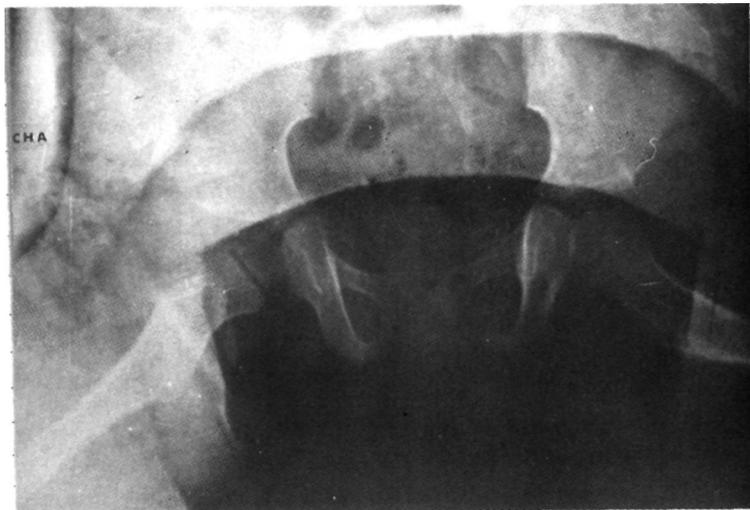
Radiografía antero-posterior de pelvis con ambas caderas después de la reducción de la luxación donde se puede observar la posición en separación en que la cadera era estable.
